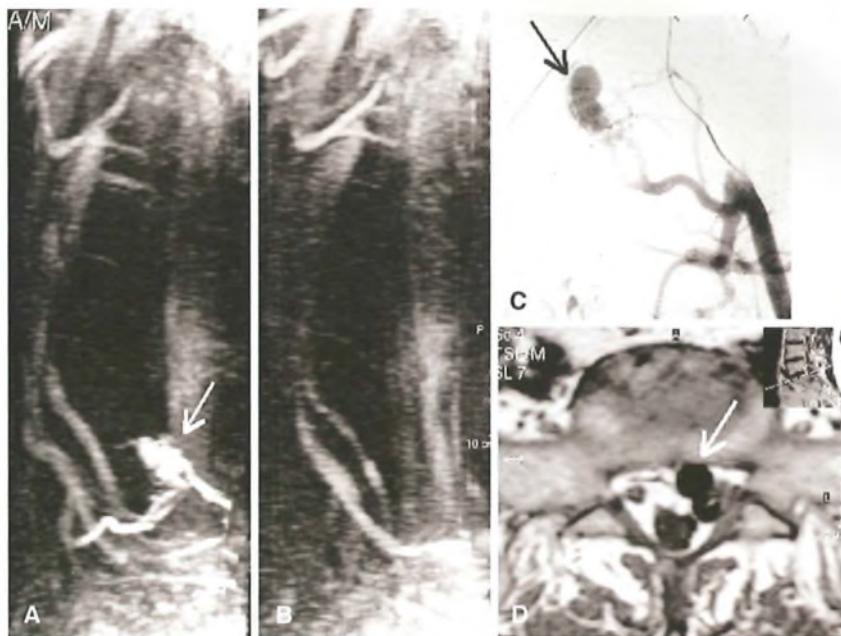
Angio-RMN delle arterie iliaca e sacrale laterale destra. A) Fistola artero-venosa spinale rifornita dalle arterie sacrali laterali; B) controllo dopo occlusione della fistola mediante embolizzazione selettiva con Histoacryl; C) confronto con l'immagine preoperatoria della fistola ottenuta con ADS dell'arteria sacrale laterale sinistra; D) RMN preoperatoria del rachide lombo-sacrale: in sede intracanalare è presente un segnale di flusso corrispondente alla varice fistolosa che esercita una compressione sul sacco durale e sulla radice sinistra di S1 (freccia).
